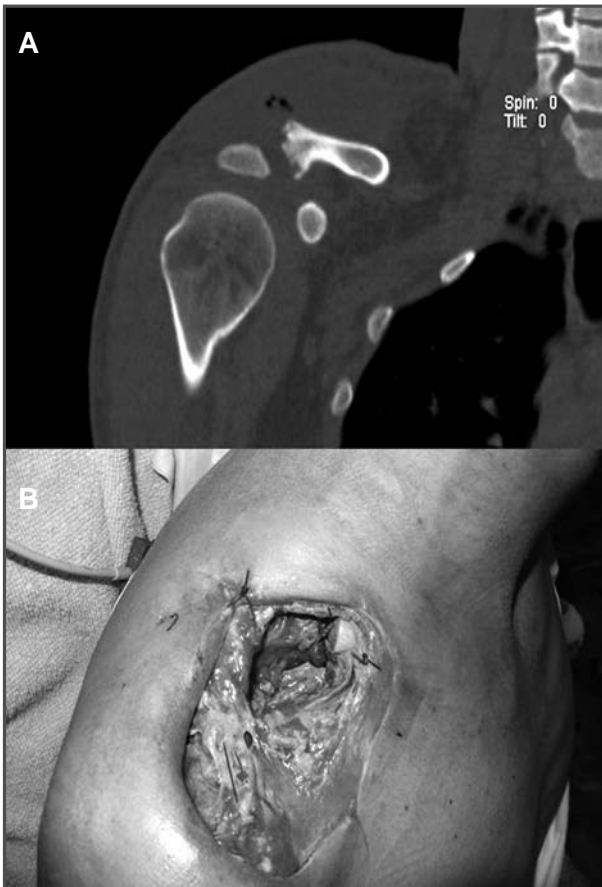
Imagen de TC que muestra la osteólisis de la articulación acromioclavicular y el absceso periarticular con burbujas de aire en su interior. 1B. Defecto supraclavicular resultante tras el segundo desbridamiento quirúrgico previo a la cirugía reconstructiva.
